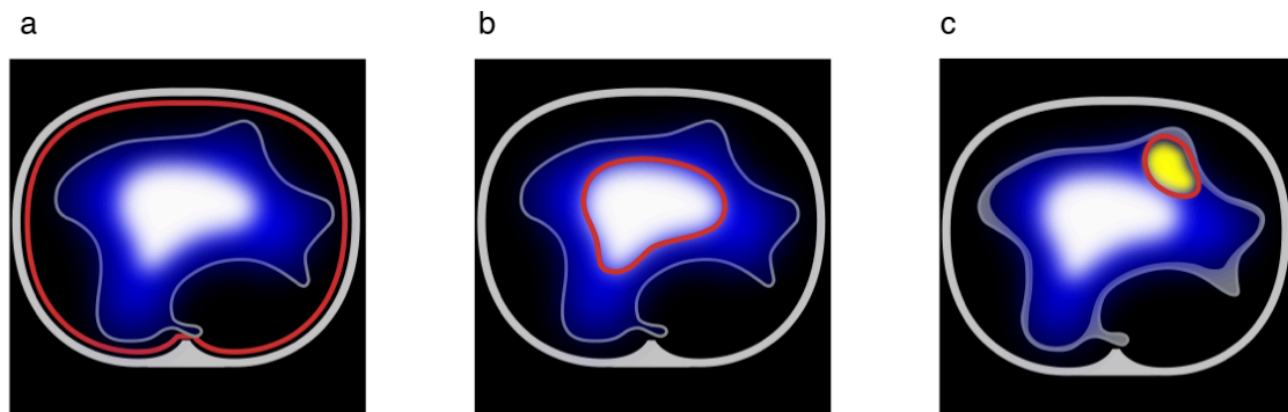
Электроимпедансная томография, изображение
